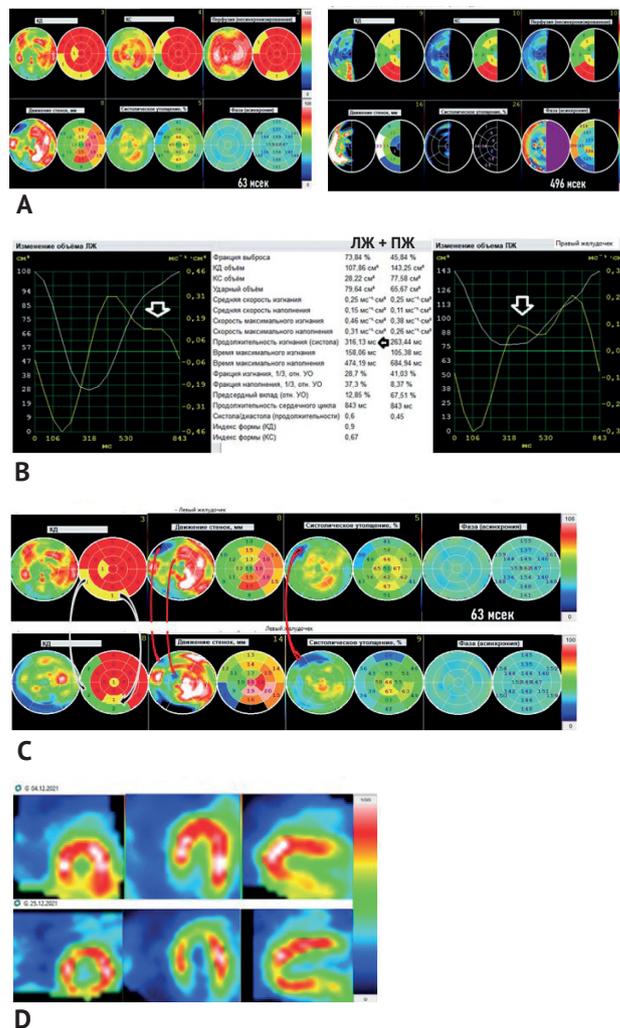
Результаты однофотонной эмиссионной компьютерной томографии, синхронизированной с электрокардиографией с нагрузочной пробой через 3 месяца после установки пяти стентов (правая коронарная артерия, ветвь тупого края и переднюю межжелудочковую ветвь): А – «бычий глаз» с изменениями перфузии, движения стенок и систолического утолщения по сегментам; В – кривые поток-объем с количественными параметрами функции левого и правого желудочка; С – сопоставление изменений перфузии и функции левого желудочка в покое и на пике физической нагрузки; D – сопоставление срезов миокарда в 3 плоскостях от 04.12.21 и 25.12.21 с выраженным улучшением перфузии нижней стенки левого желудочка
